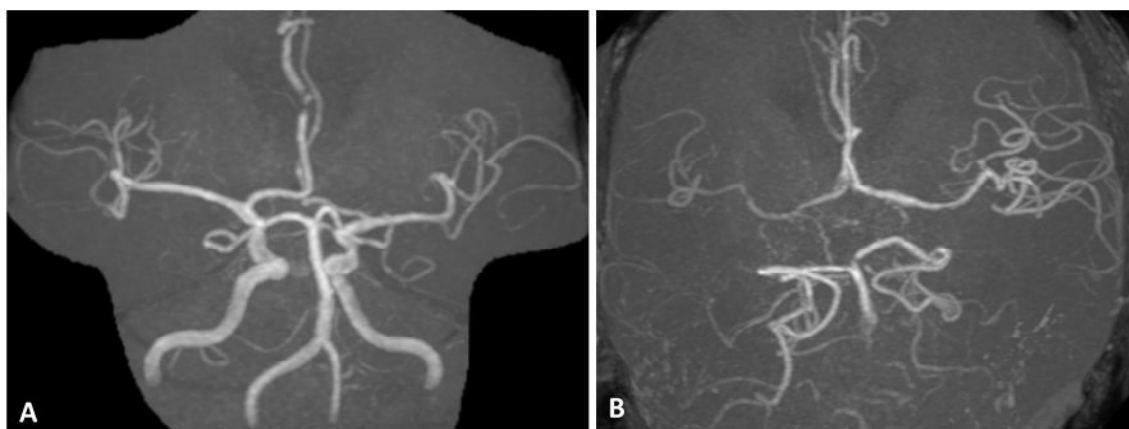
Magnetic resonance angiography. A, Circle of Willis in a healthy male adult. B, Circle of Willis in an aged patient with cerebral infarction. Note the remarkable atherosclerotic changes of cerebral arteries in B.
